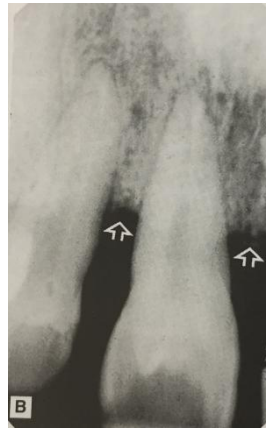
Radiografía dentoalveolar del diente 21 y 22 que muestra las características radiológicas típicas de la pérdida ósea horizontal (flechas) en la periodontitis.<sup>29</sup>
